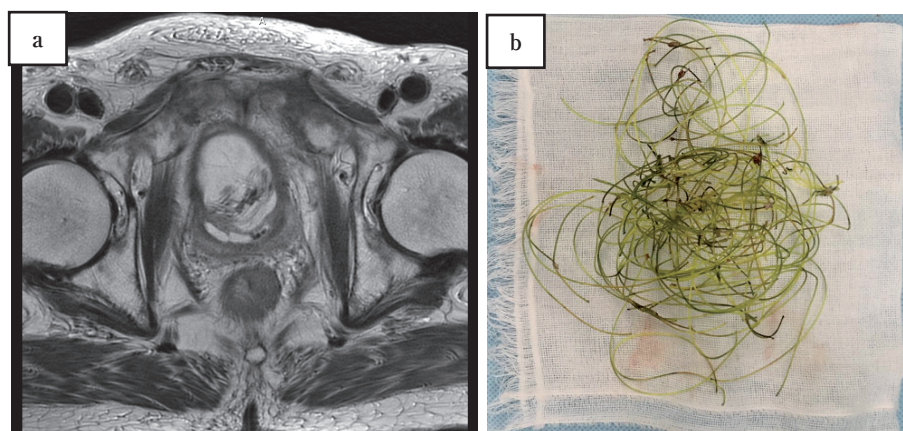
(a) Preoperative MRI shows multiple spiral structures and small stones, non-signal nodules that appear to be fishing lines within the bladder, and the bladder wall has an irregular wall thickening all around. (b) A foreign body that appears to be a fishing line was removed from the bladder.
